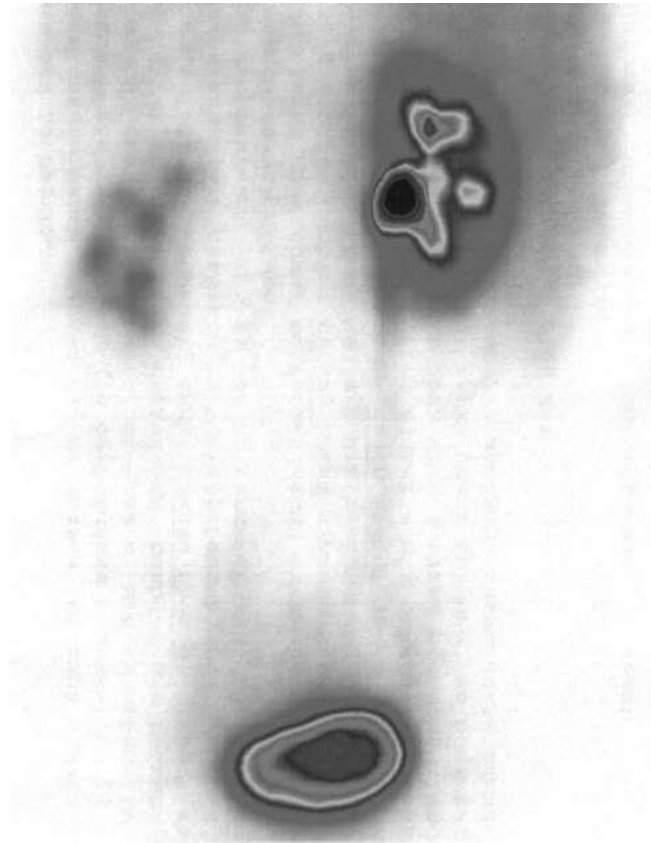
Сцинтиграмма. Гипоплазия левой почки
